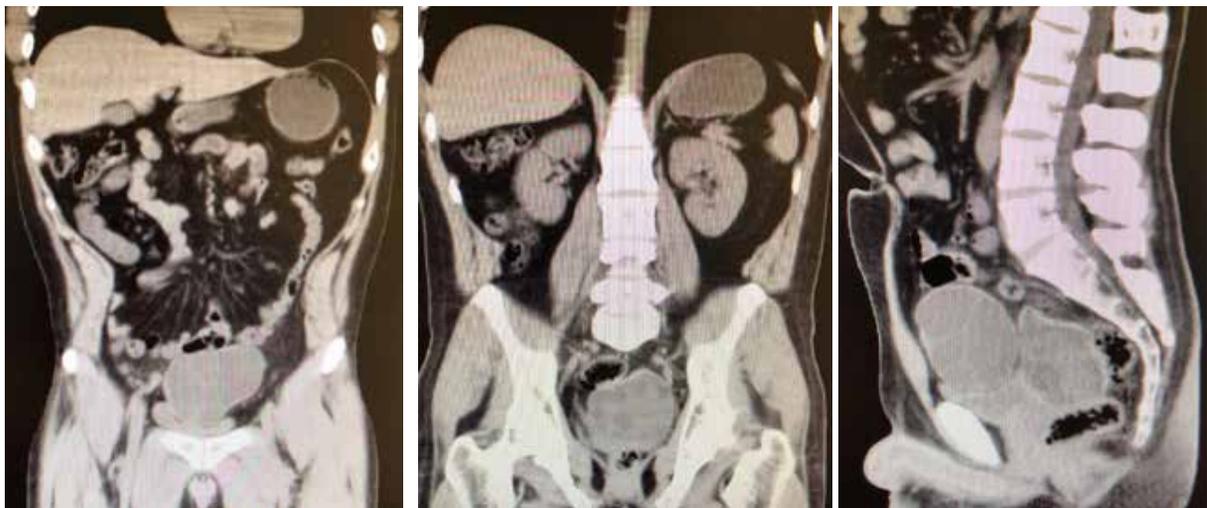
Tomografía abdominal: lesiones quísticas tabicadas a niveles supravesical y retrovesical.
